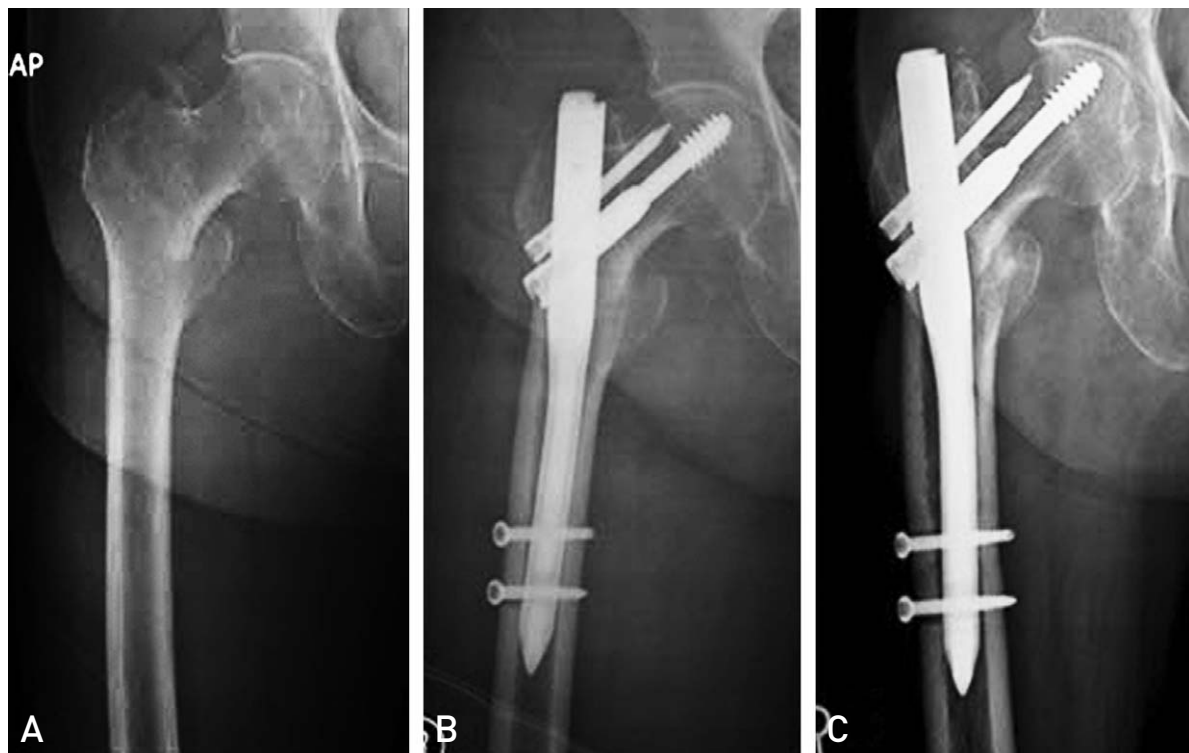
Cut out of Antirotation Pin was seen on the (A) pre-op, (B) immediate post-op and (C) follow up hip AP radiograph.
